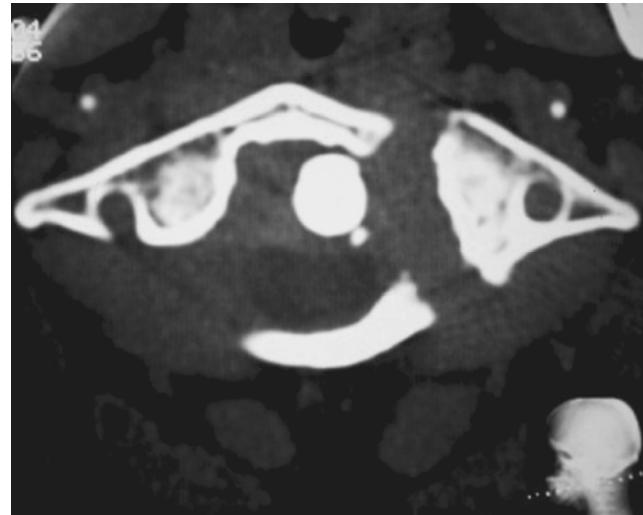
TAC con ventana para hueso de fractura y separación de la masa lateral del atlas del lado izquierdo.
